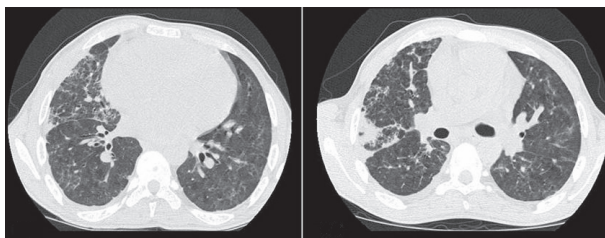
Tomografia computadorizada do tórax de alta resolução.
